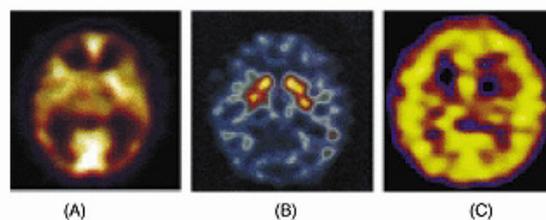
Imagens de SPECT cerebral (cortes transversais) obtidas em voluntários normais
